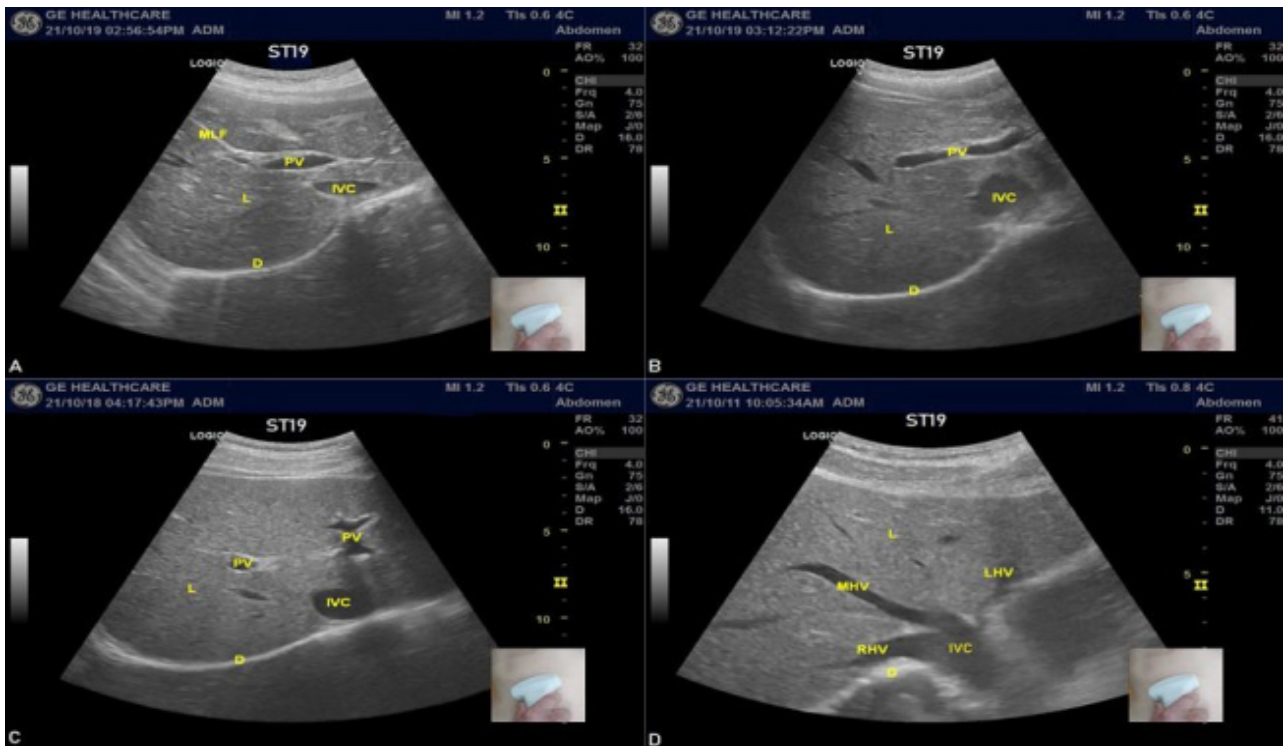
Ultrasound images of the right lobe of the liver. MLF: main lobal fissure, PV: portal vein, L: liver, IVC: inferior vena cava, D: diaphragm, LHV: left hepatic vein, MHV: middle hepatic vein, RHV: right hepatic vein.
